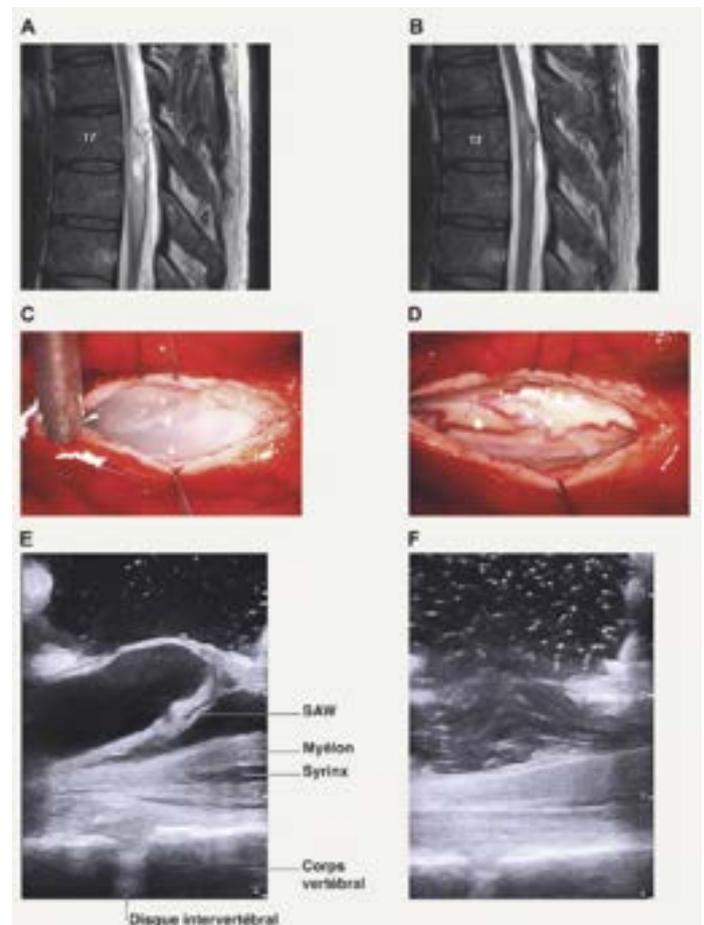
IRM sagittale pré- (A) et post-opératoire (B) montrant le «scalpel sign» caractéristique à hauteur de T7 et la syringomyélie associée. Vue intra-opératoire de la SAW avant (C) et après (D) l'excision intradurale. Échographie intra-opératoire en coupe sagittale avant (E) et après (F) l'excision de la SAW.
